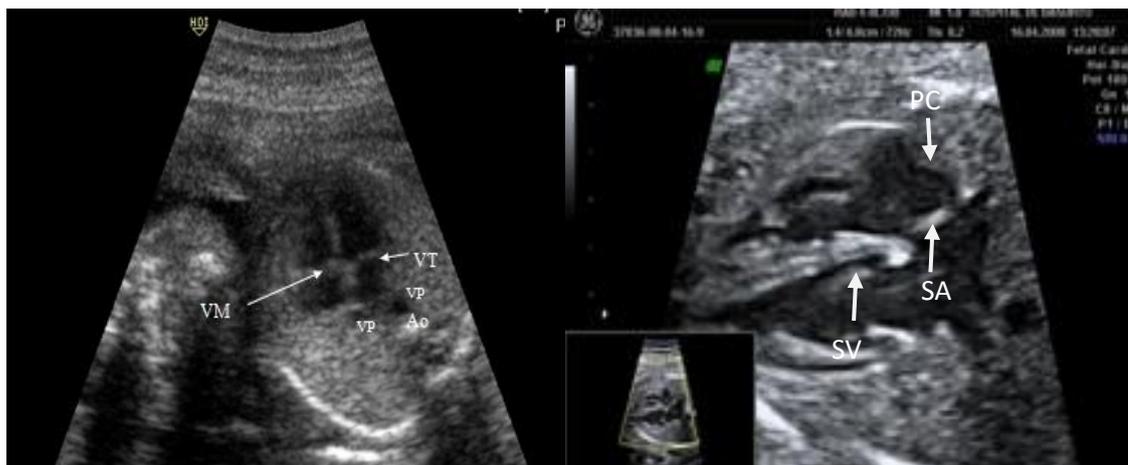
Ecografía de plano de 4 cámaras apical (izda) y de 4 cámaras tranverso(dcha).En el primero observaremos mejor las válvulas (VM y VT) y las entradas auriculares (VP), y en el segundo veremos mejor las paredes cardiacas(PC) y los septos interauricular(SA) e interventricular(SV). VM: válvula mitral, VT: válvula tricúspide, VP: vena pulmonar, Ao: aorta, PC: paredes cardiacas, SA: septo interauricular, SV: septo interventricular.
